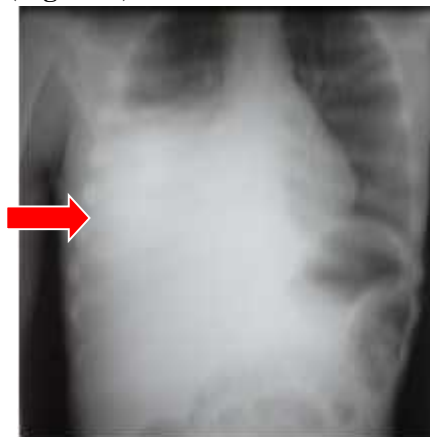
Radiographie thoracique de face mettant en évidence une collection liquidienne intrapleurale de grande abondance
